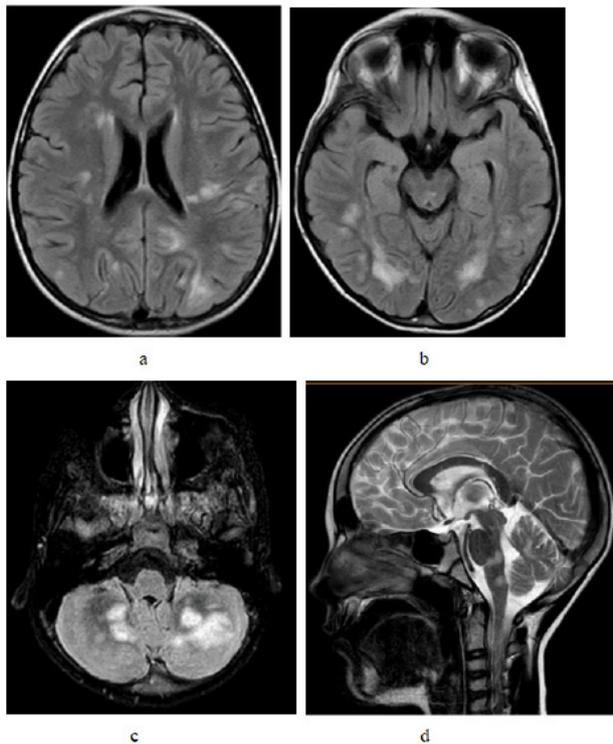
МРТ пациента М., 11 лет. (а - FLAIR, аксиально; б - FLAIR, аксиально; с - FLAIR, аксиально; д - T2-ВИ, сагиттально). Контрольная МРТ через 1 месяц. МР-картина многоочагового поражения головного мозга, вероятнее всего демиелинизирующего характера. По сравнению с представленными предыдущими МР-данными (Армения) отмечается отрицательная динамика в виде увеличения количества, размеров и нечеткости контуров отдельных очагов, в том числе в левой затылочной доле и своде мозолистого тела
